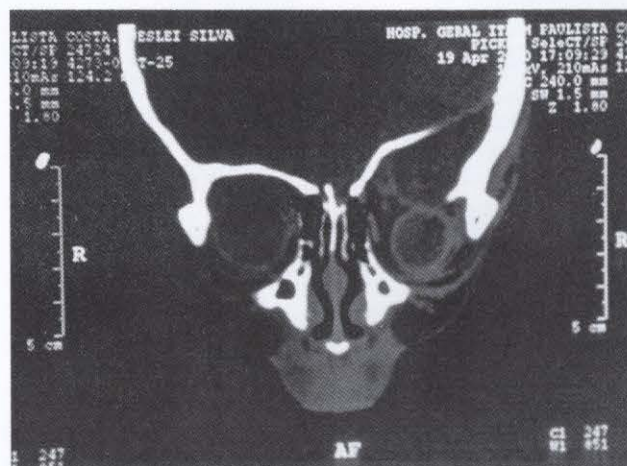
TC de órbita. Protusão do globo ocular esquerdo, devido à herniação de parte do lobo temporal.
